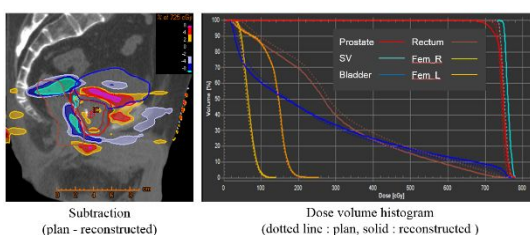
CBCT 画像と照射制御パラメータを用いた線量再構築の結果
